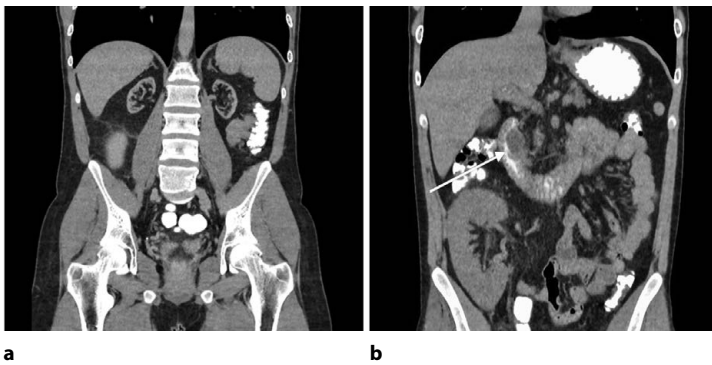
Дооперационное обследование, КТ ОЧП: а – гипоплазированные обе почки; б – киста медиальной стенки нисходящей ветви ДПК, в правой подвздошной области находится донорская почка
